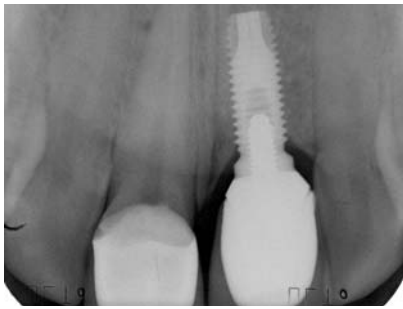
Röntgenbild der Vollkeramikkrone auf Zahn 11 und zementierte Vollkeramikkrone auf der Fixtur 21. – Abb. 20: Extraorale Frontansicht des Implantatfalles. – Abb. 21: Zahnfilm mit eingebrachten Implantaten Regio 34,35 und 36.
